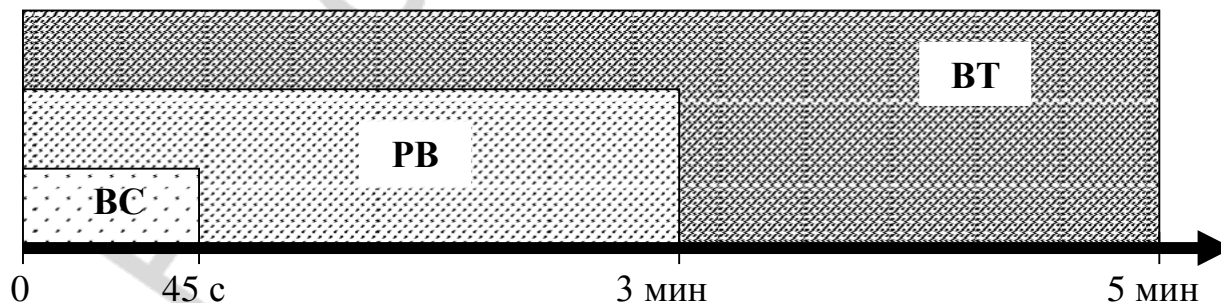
Основные периоды, характеризующие время работы со стеклоиономерным материалом Ketac Molar (BC — время смешивания; PB — рабочее время, включающее время смешивания; BT — время твердения, включающее рабочее время)
